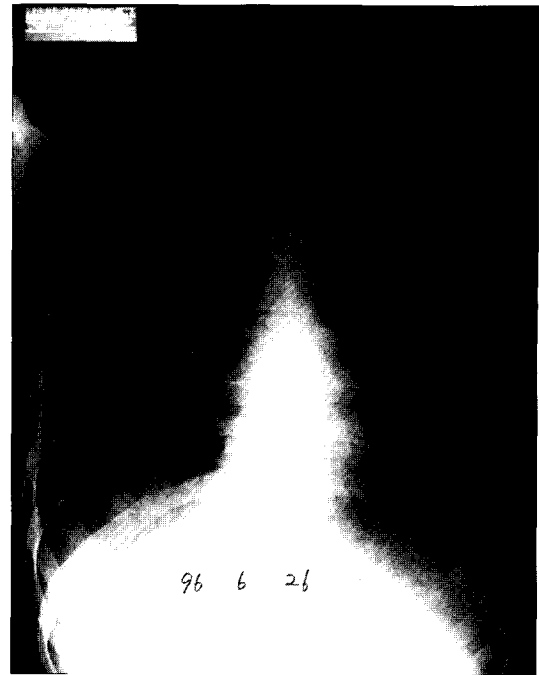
Temporary improved of simple chest X-ray after discontinuation of immunosuppressive agents
